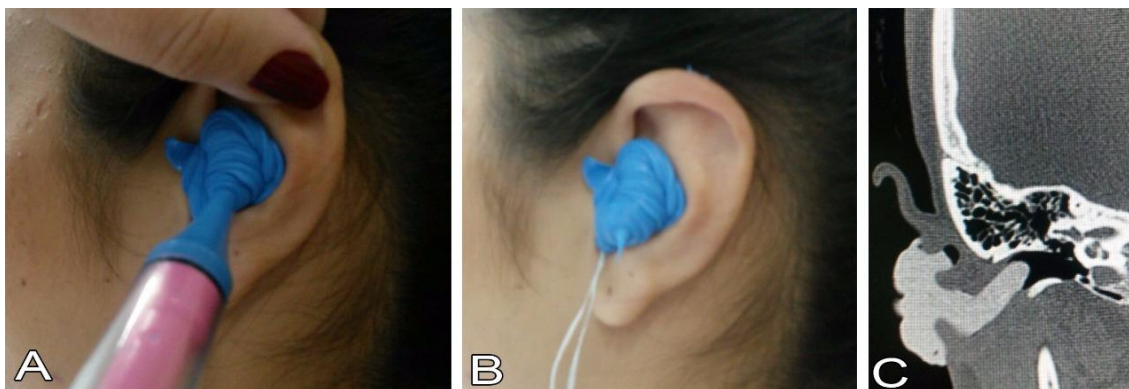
(A) Imagem evidenciando a colocação do pre molde convencional de silicone. (B) Imagem evidenciando o pre molde pronto para retirada já seco. (C) Imagem de Tomografia Computadorizada da Mastoide evidenciando o pre molde já modelado no meato acústico externo.
